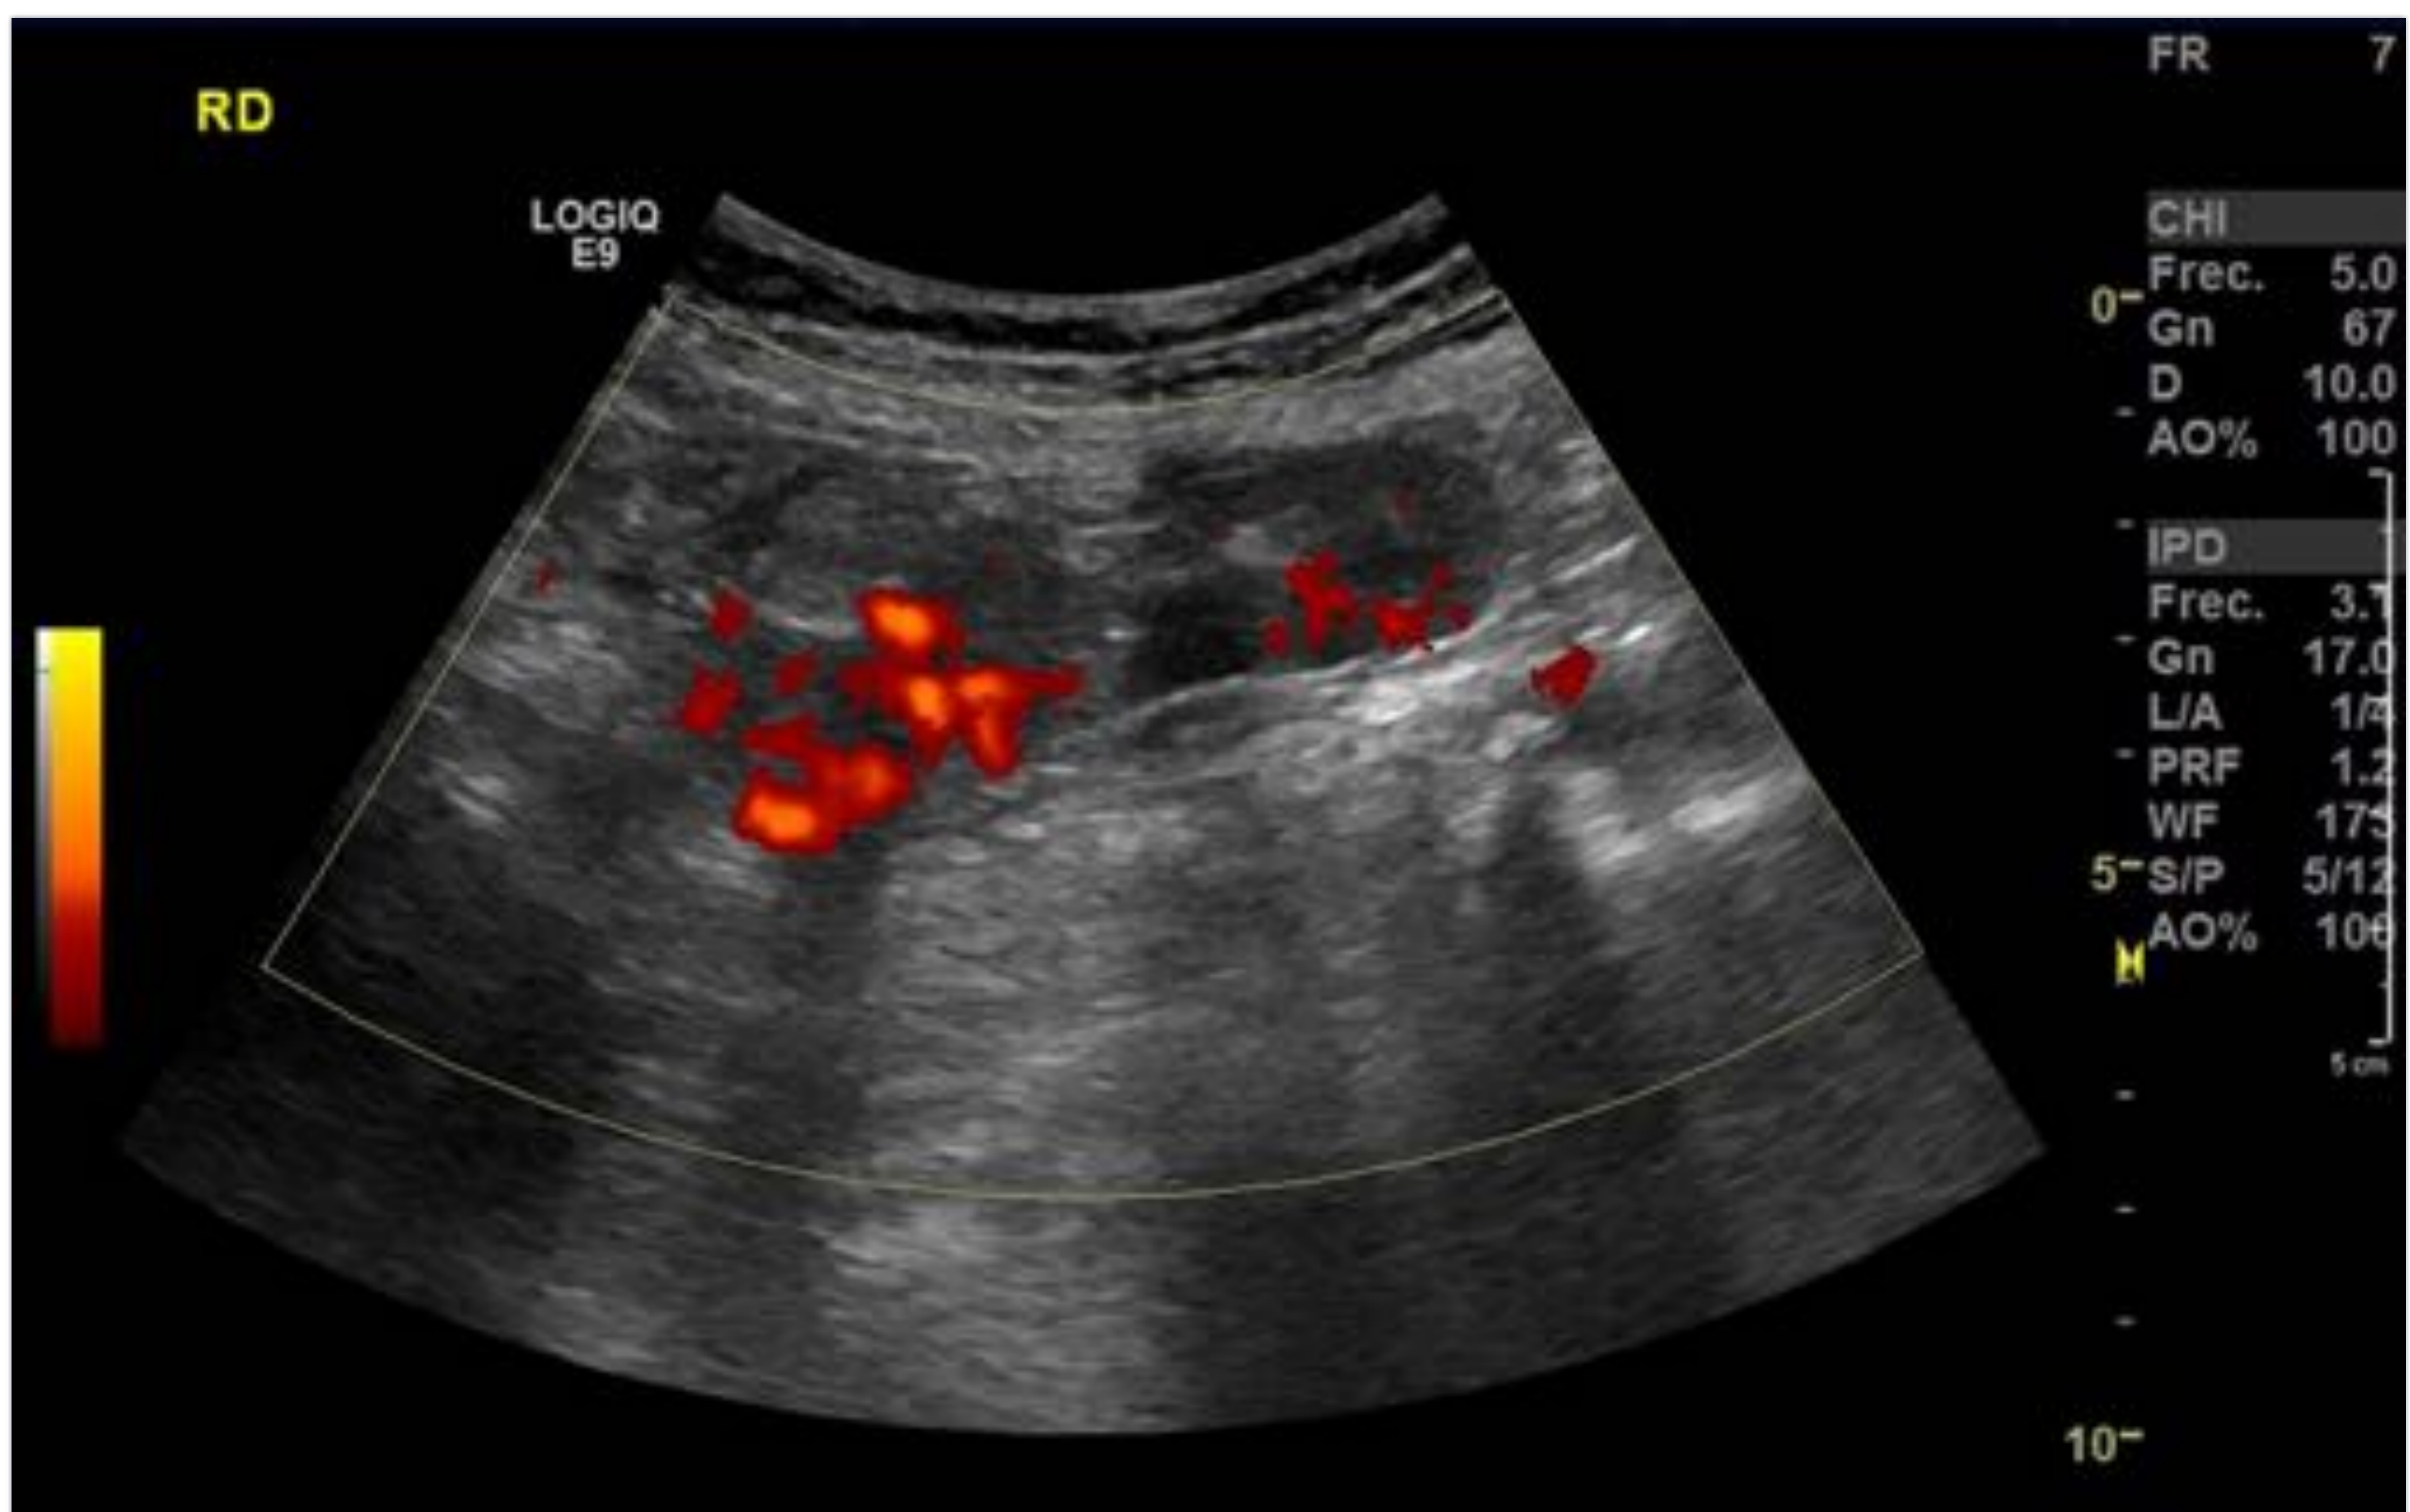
Eco Doppler renal derecho, donde se aprecia un doble riñón derecho fusionado, con el hilio en sentido opuesto (malrotado)
